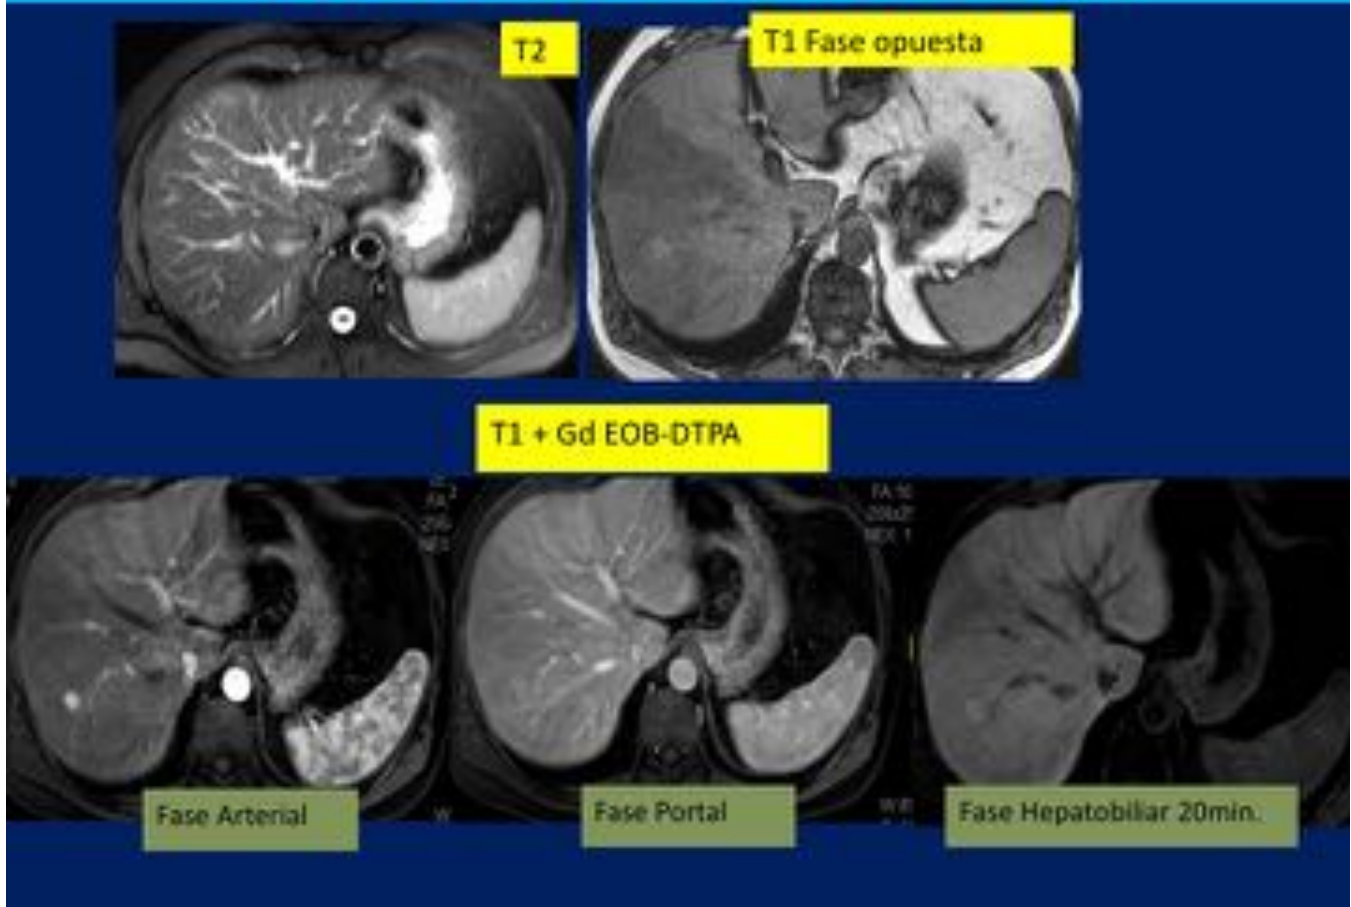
Cortes axiales de la RM demuestran la presencia de una lesión nodular en seg VII hepático, isointensa en T2 y ligeramente hiperintensa en T1 Fase Opuesta, con marcada captación precoz en la fase arterial del estudio vascular y prácticamente isointensa en fase portal. La fase hepatobiliar muestra una hiperintensidad de la lesión respecto el parénquima hepático. Diagnóstico HNF.
